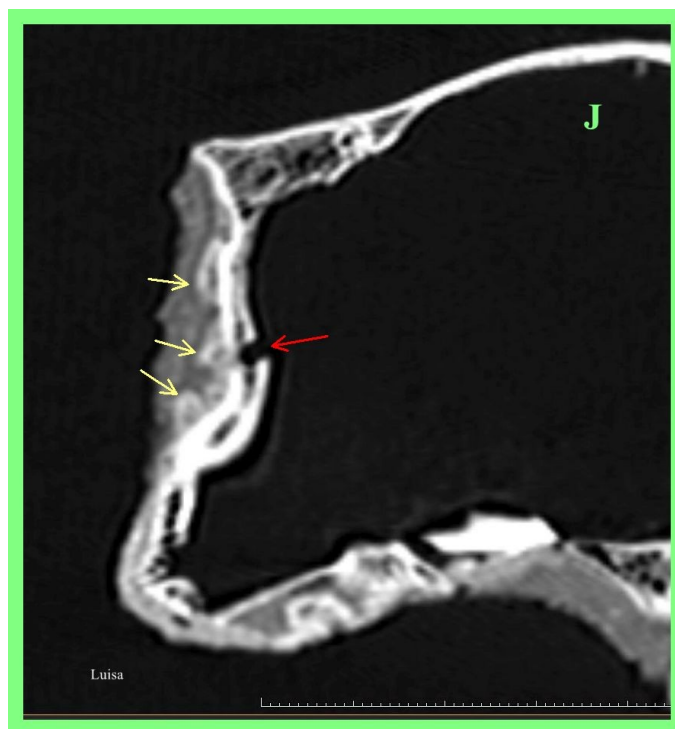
TC 2D sagital de 'Luisa' que muestra una abertura en forma de hendidura en la placa orbitaria izquierda (flecha roja). El hueso orbitario muestra una concavidad poco profunda. La hinchazón unilateral de tejidos blandos en la órbita izquierda y el contenido orbitario residual prominente (flecha amarilla) probablemente son resultado de trauma.
